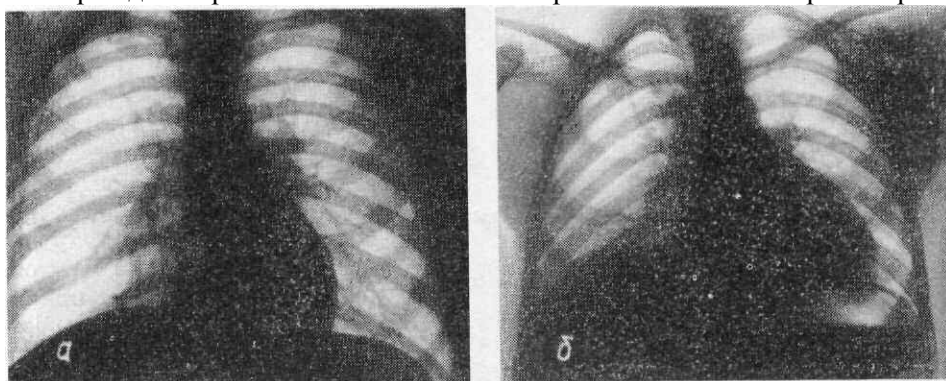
Рентгенограммы сердца в прямой передней проекции при различных фазах дыхания. Изменение размеров, формы и положения сердца при вдохе (а) и выдохе (б).
